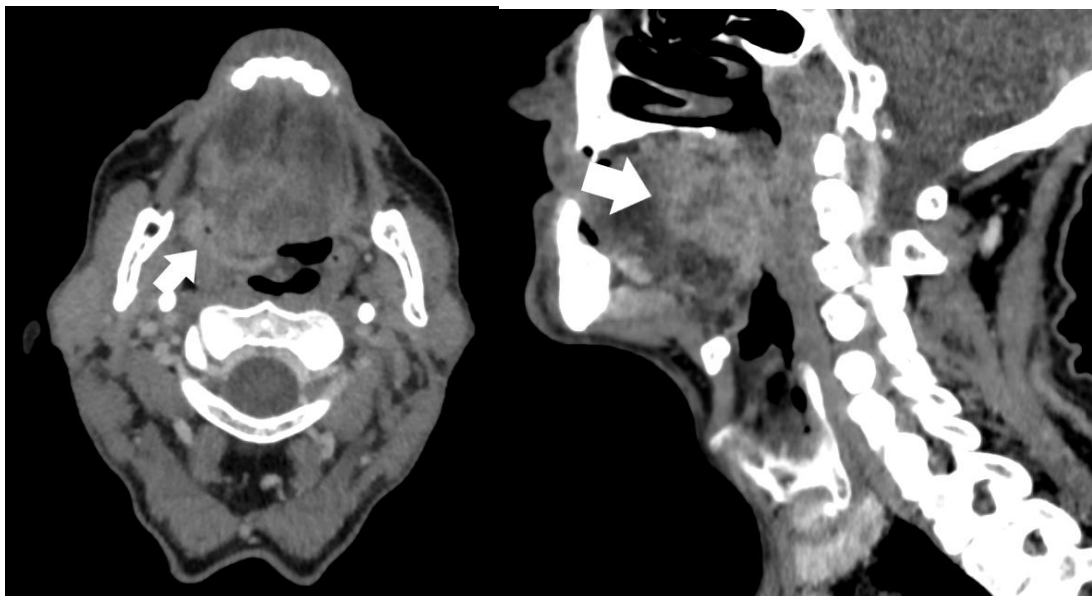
23.25b: TC da região cervical mostra lesão com realce heterogêneo por meio de contraste em paciente com CEC da base língua (seta).
